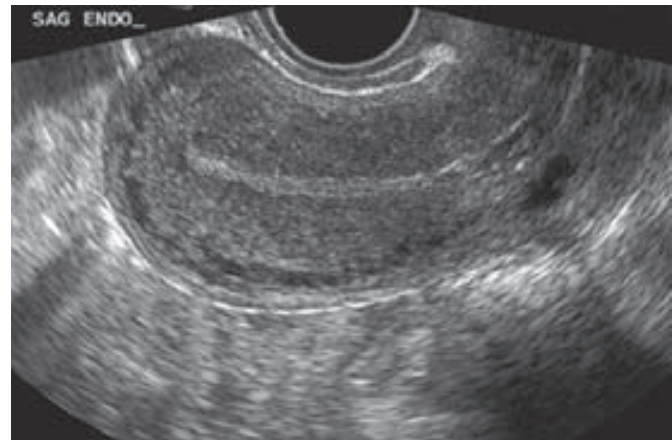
Ecografía transvaginal en el plano sagital de un endometrio en la fase menstrual. (Cortesía de la Dra. Elysia Moschos.)
